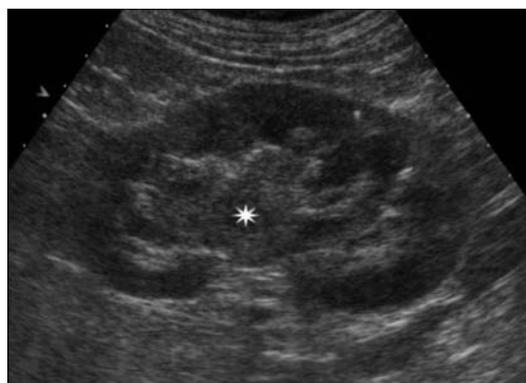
Ecografia. Carcinoma uroteliale. Neoformazione solida centropielica (asterico) a sviluppo nel gruppo caliceale medio e superiore
